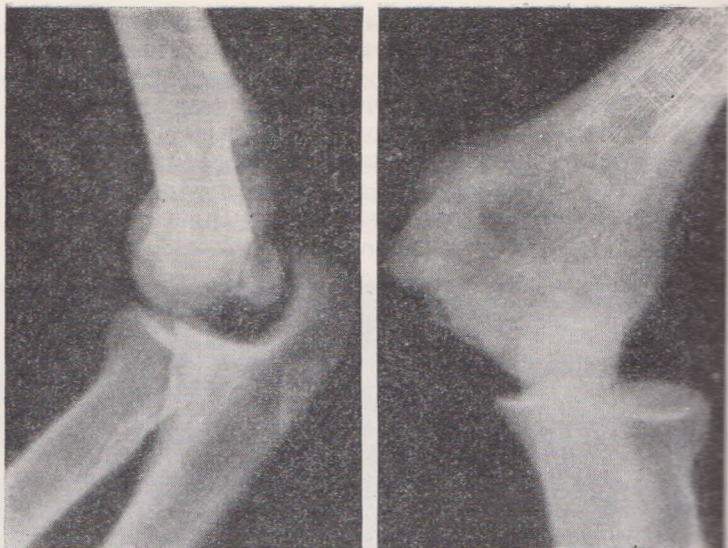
Рентгенограмма наружного вывиха в локтевом суставе, осложненного отрывом внутреннего надмыщелка
